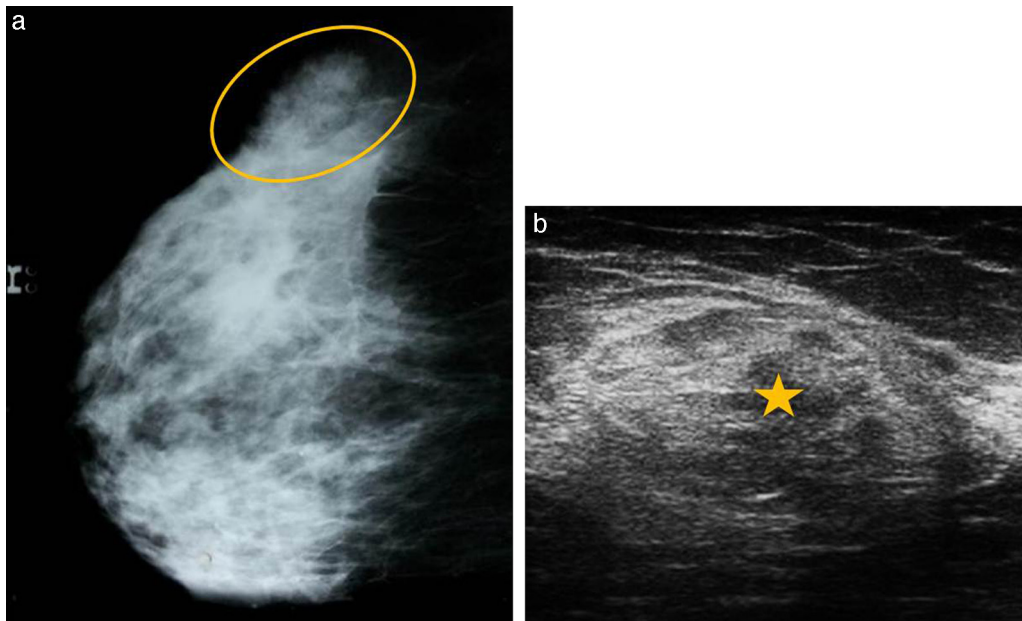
Hamartoma. (a) En la mamografía se observa en el cuadrante externo una opacidad ovalada de contornos netos, con densidad grasa y glandular (círculo), rodeada por un halo radiolúcido que corresponde a una pseudocápsula y que tiene la apariencia de una "mama dentro de mama". (b) En la ecografía la misma imagen se muestra ovoide, heterogénea y predominantemente ecogénica, con áreas isoecoicas en su interior, rodeada de una pseudocápsula ecogénica (asterisco) formada por la compresión del tejido circundante.
